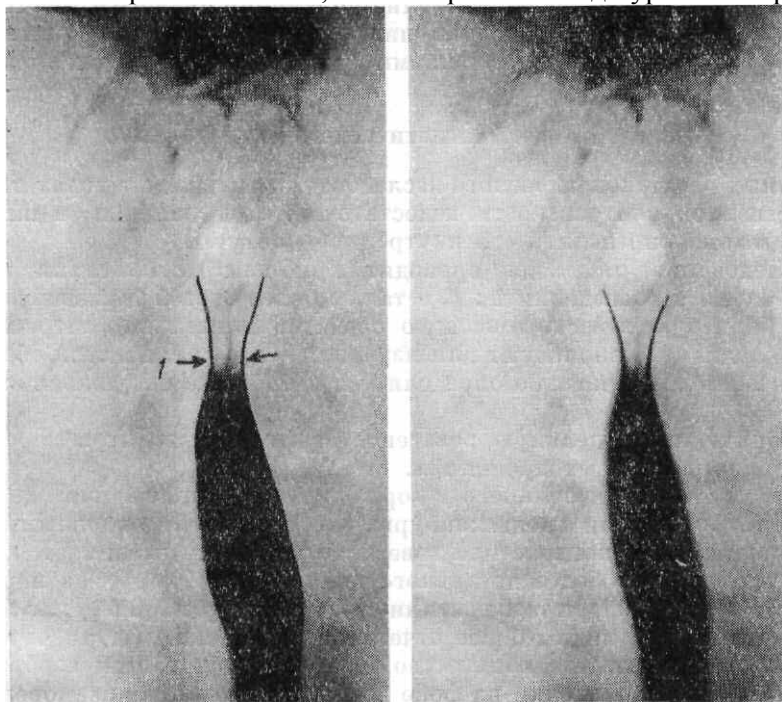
Рентгенограммы пищевода в прямой передней проекции. Вход в пищевод — первое физиологическое сужение пищевода — 1 (указано стрелками).
